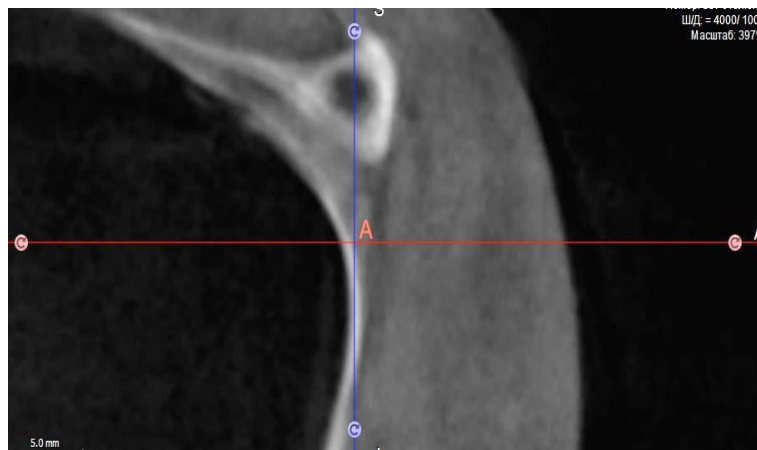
Сакиттальный реформат конусно-лучевой компьютерной томографии с определением нижнего края подглазничного отверстия точкой А
